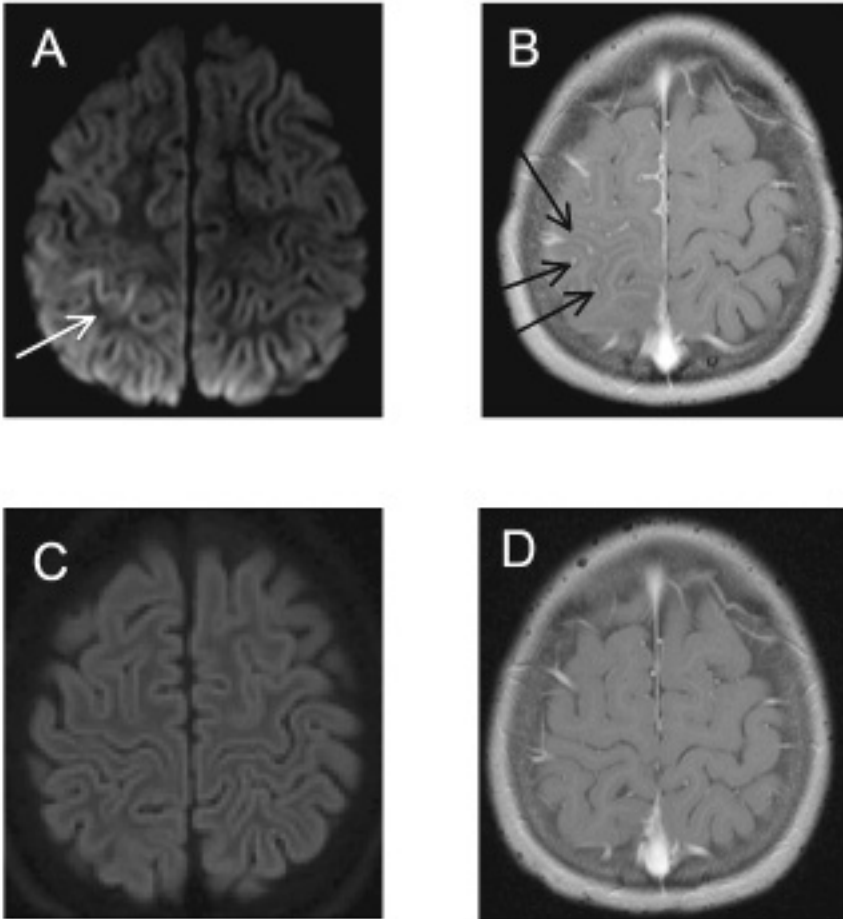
Zerebrale MRI-Bildgebungen. A: Nachweis von lokalisierten kortikalen Diffusionsrestriktionen im Gyrus prä- und postcentralis rechts, welche zytotoxischen Ödemen entsprechen. DWI-Sequenz (Diffusionswichtung) transversal am Aufnahmetag. B: Passend hierzu fallen in den transversalen T1-gewichteten Post-Kontrastmittel-Sequenzen (T1 post KM) eine Seitendifferenz zwischen rechter und linker Hemisphäre und eine vermehrte Kontrastmittelaufnahme in den lepto-meningealen Gefässen rechts auf; T1 post KM transversal am Aufnahmetag. C und D: vollständige Regredienz der hoch fronto-parietal gelegenen Veränderungen in der Verlaufskontrolle 3 Monate später; C: Diffusionswichtung; D: T1 post KM.
